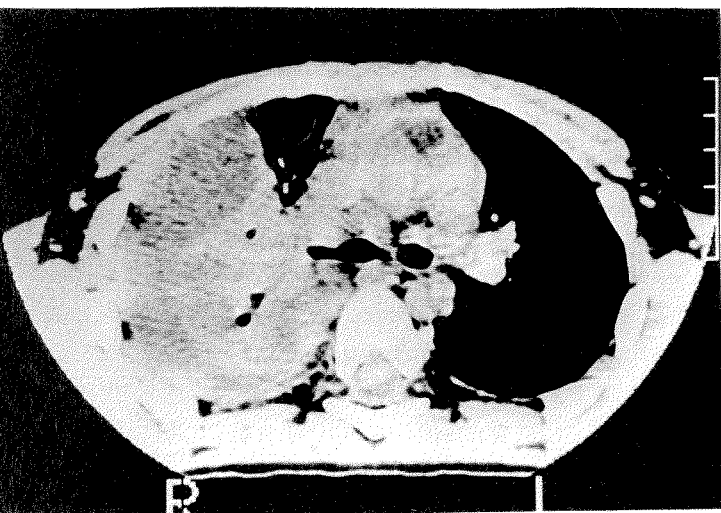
Tomografia computadorizada com identificação das septações pleurais
